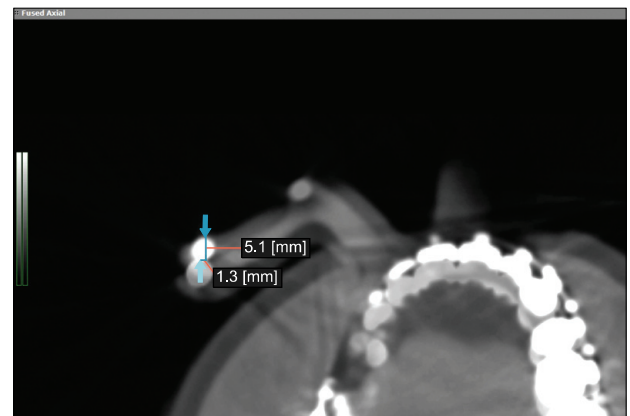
The fused image from pre-, and post-operative computed tomography images. Image fusion is performed by Ondemand3D Fusion software (Cybermed Co., Seoul, Korea) which based on mutual maximal information algorithm.
